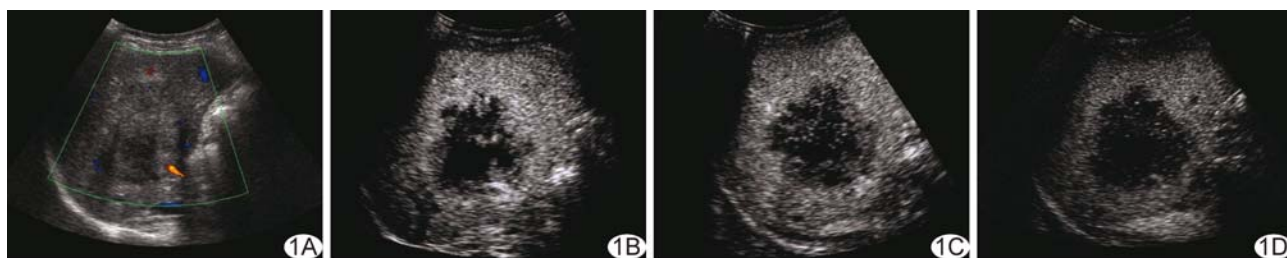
患者女, 57岁, 乙型肝炎相关性 CHC A. 常规超声显示肝 S6 混合回声肿物, 类圆形; B. CEUS 动脉期病灶呈周边不规则带状高增强; C、D. 门静脉期、延迟期病灶呈周边不规则带状低增强
